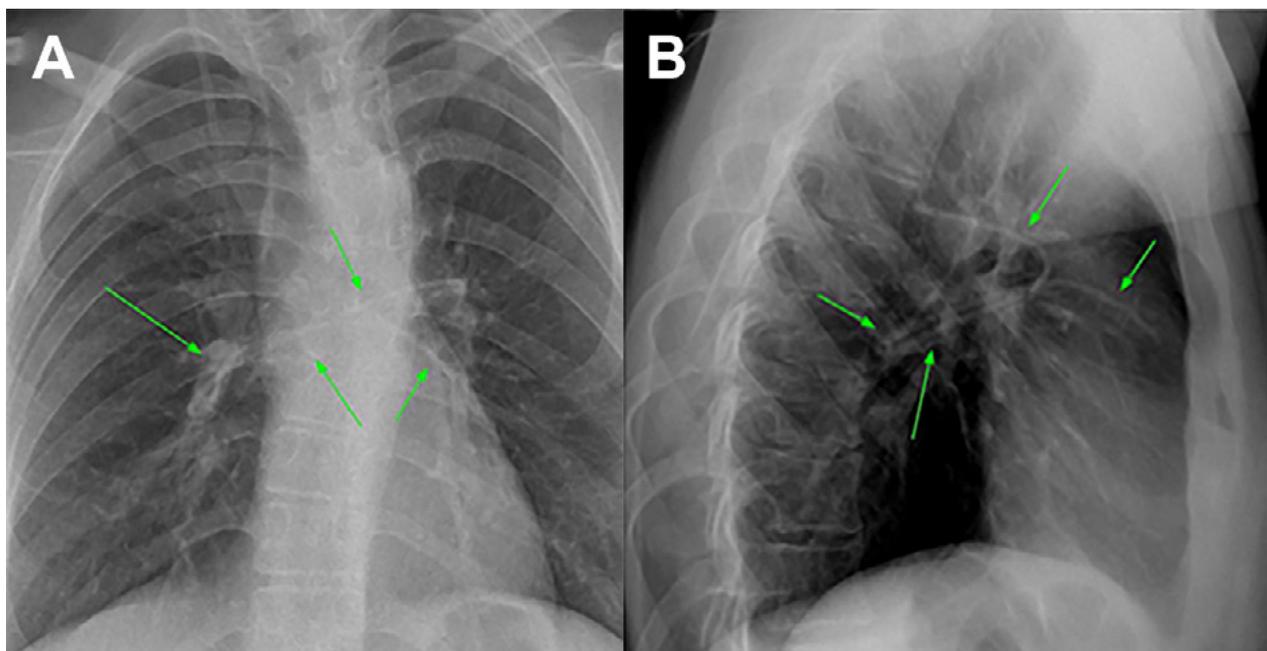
A y B. Radiografías de frente y perfil respectivamente realizadas previo a la intervención endovascular en donde se evidencia migración del catéter distal a la cavidad cardíaca (flechas verdes).
